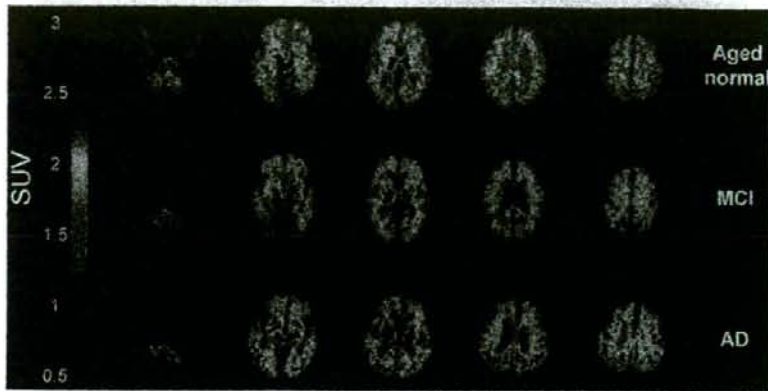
健常高齢者 (Aged normal), 軽度認知障害 (MCI), アルツハイマー病患者 (AD) における $[^{11}\text{C}]$ BF-227 PET 画像 (投与後 20~40 分の SUV 加算画像)
